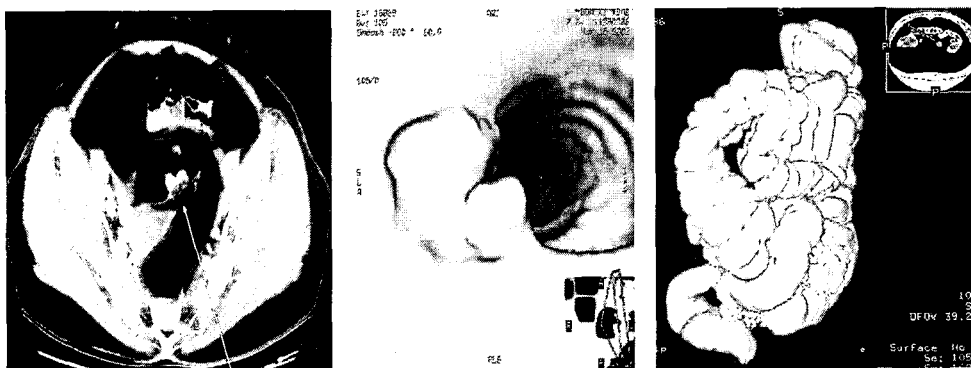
대장암 환자의 CT 가상 내시경 및 2-D 영상
